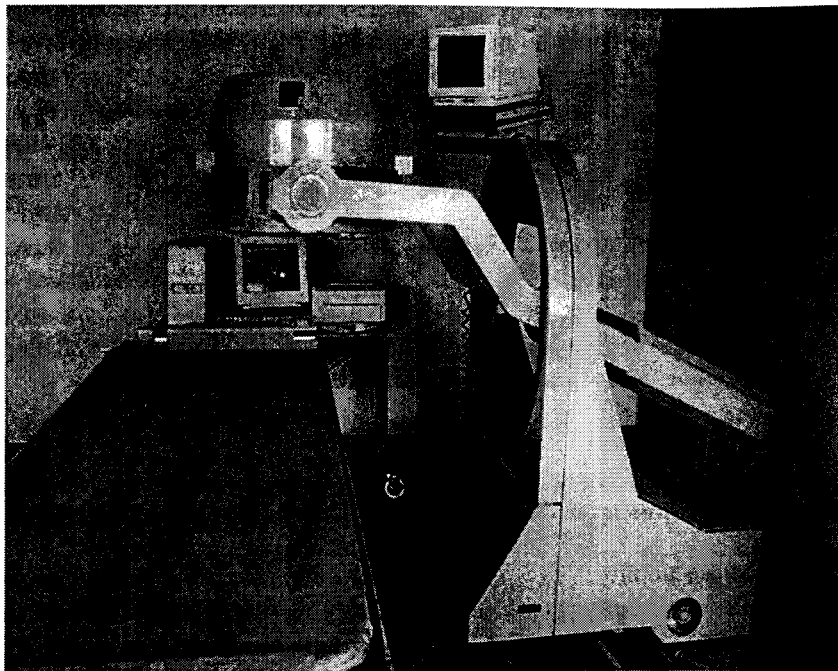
Универсальная эмиссионная томографическая гамма-камера с режимом сканирования всего тела ГКС-301Т (ЗАО "ВНИИМП-ВИТА")
